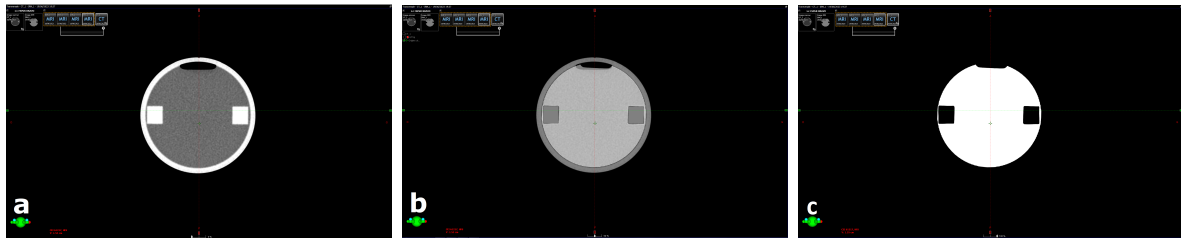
Recalage d'image IRM-CT sur Eclipse (a : CT, b : Fusion, c : IRM.)
